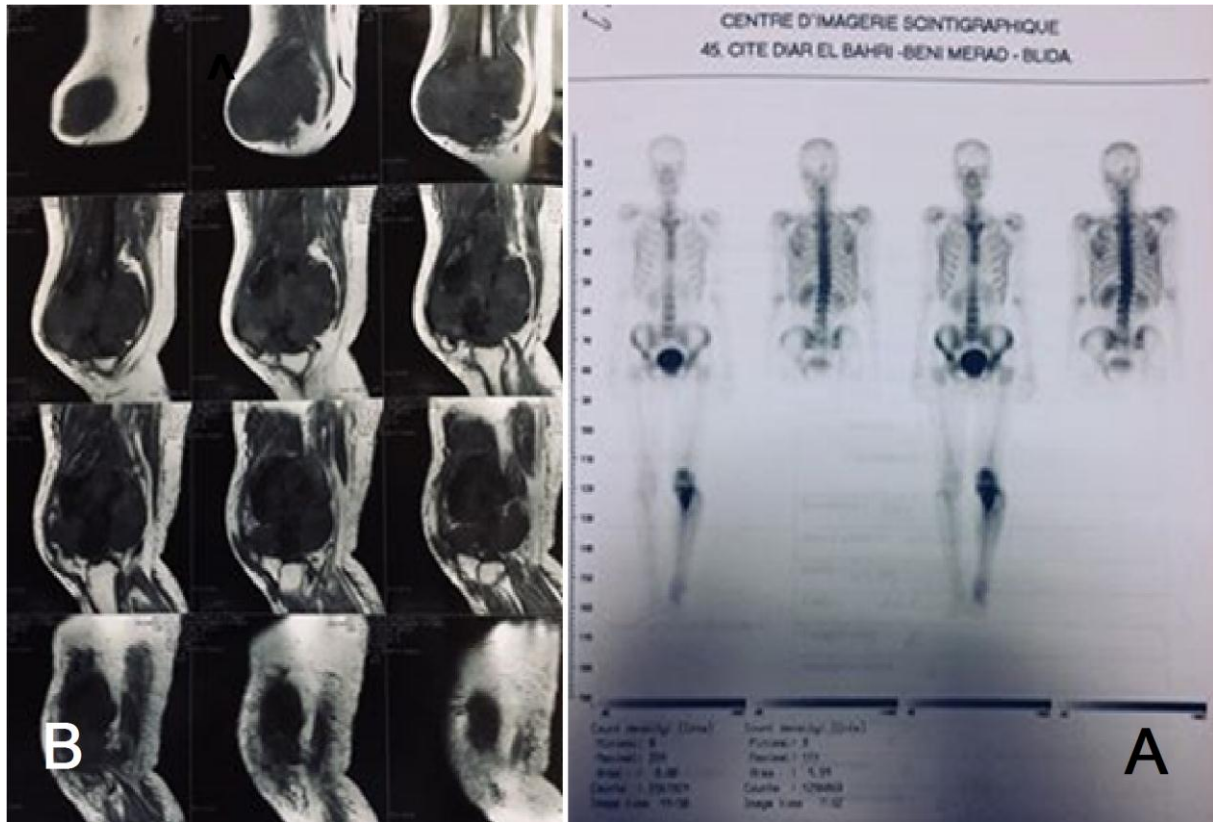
A : scintigraphie, B : une TDM (Original).
